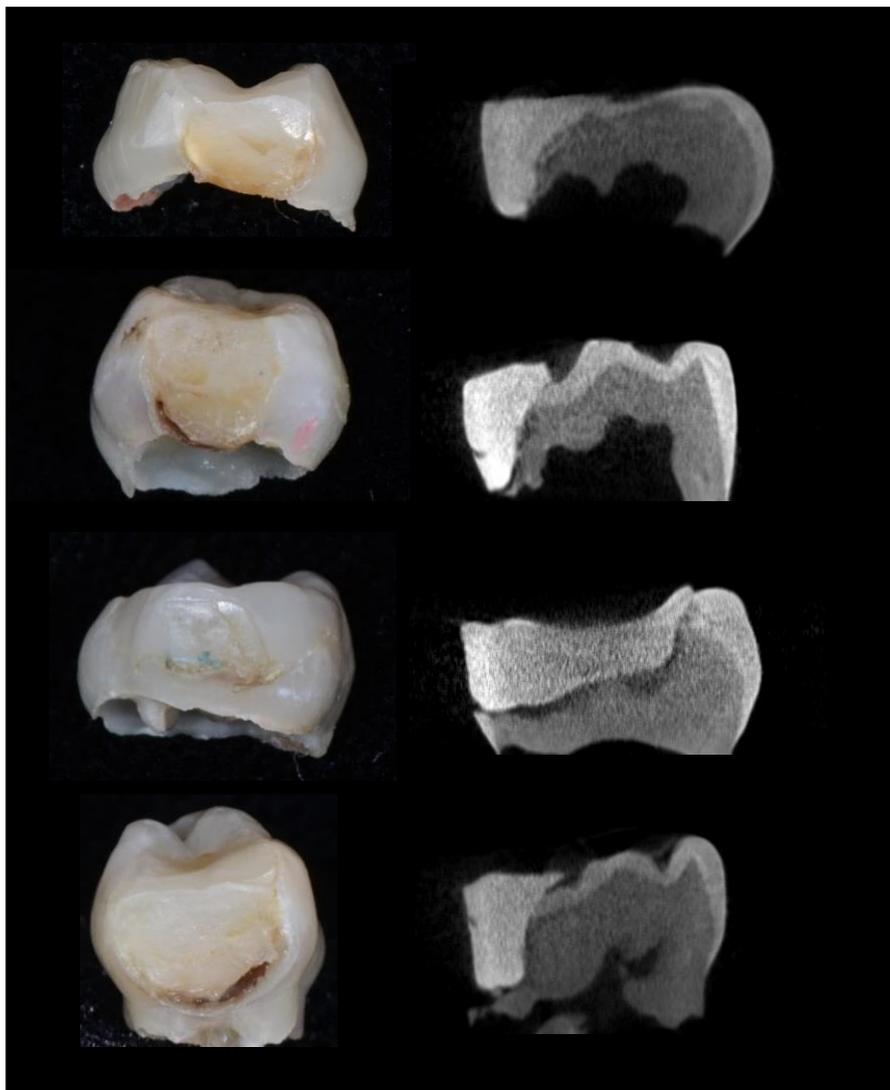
Padrão de restaurações proximais após remoção seletiva de cárie. Na coluna da esquerda, as imagens de visão direta da superfície proximal da restauração através de fotografias digitais. À direita, cortes coronais no sentido mesio-distal das imagens reconstruídas através de Micro-CT.
